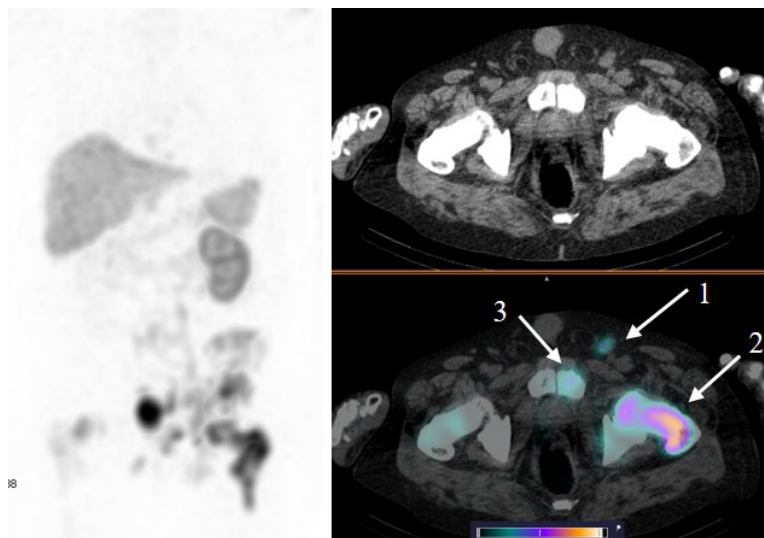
MIP-реконструкция, КТ и совмещенное ОФЭКТ/КТ изображение больного раком предстательной железы с множественными метастазами в кости и лимфатические узлы малого таза через 2 ч. после инъекции  $[^{99m}\text{Tc}]\text{Tc-HYNIC-PSMA}$ . На ОФЭКТ-КТ-изображении стрелкой отмечено накопление РФЛП в паховом лимфатическом узле слева (1) SUV<sub>max</sub> 22; бедренной кости слева (2) SUV<sub>max</sub> 53; лонной кости слева (3) SUV<sub>max</sub> 22,8
